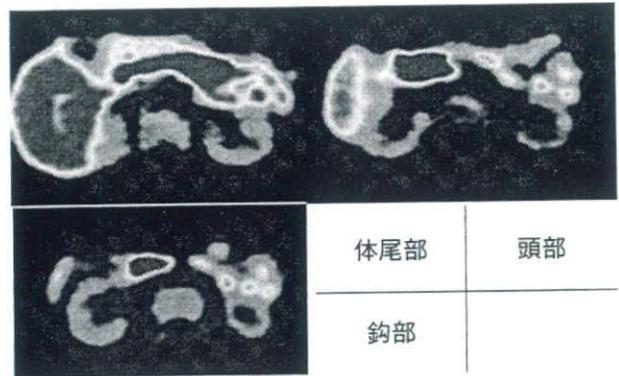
膵 ^{11}C -methionine PET 像 (放射線医学研究所, 国立病院機構千葉東病院放射線科). カラー口絵参照.
